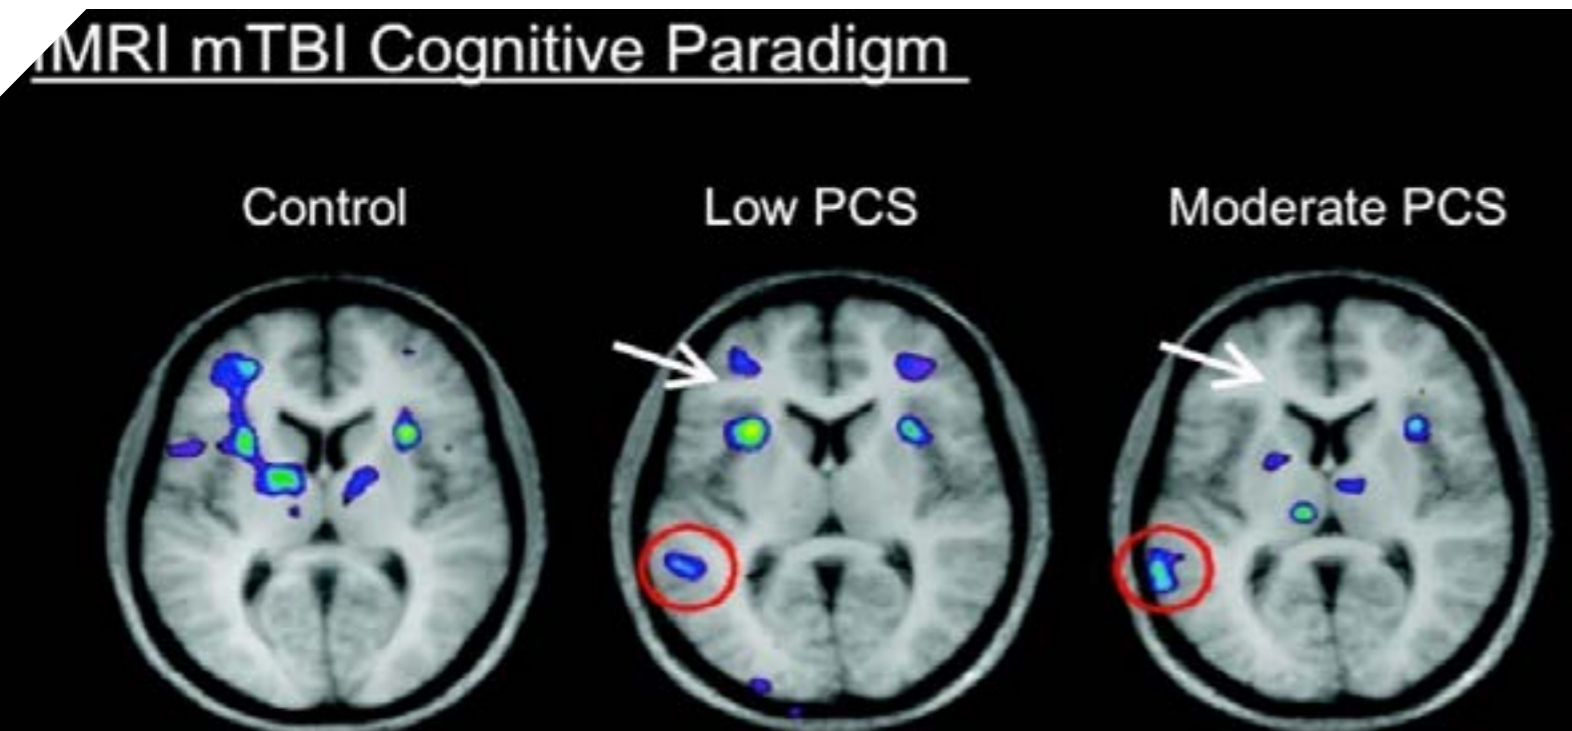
Hirnaktivität bei Merkfähigkeitsaufgaben in der funktionellen MRT bei Kontrollpersonen, Personen mit niedrigem und moderatem Postconcussion-Syndrom (Toledo 2012)
